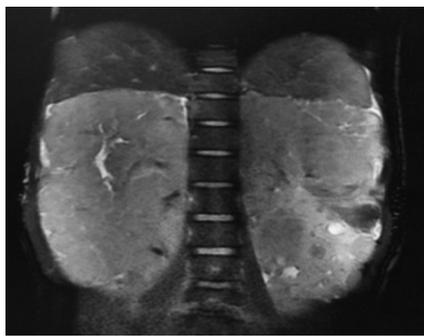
术后患者双肾 MRI 图像示双肾巨大占位
